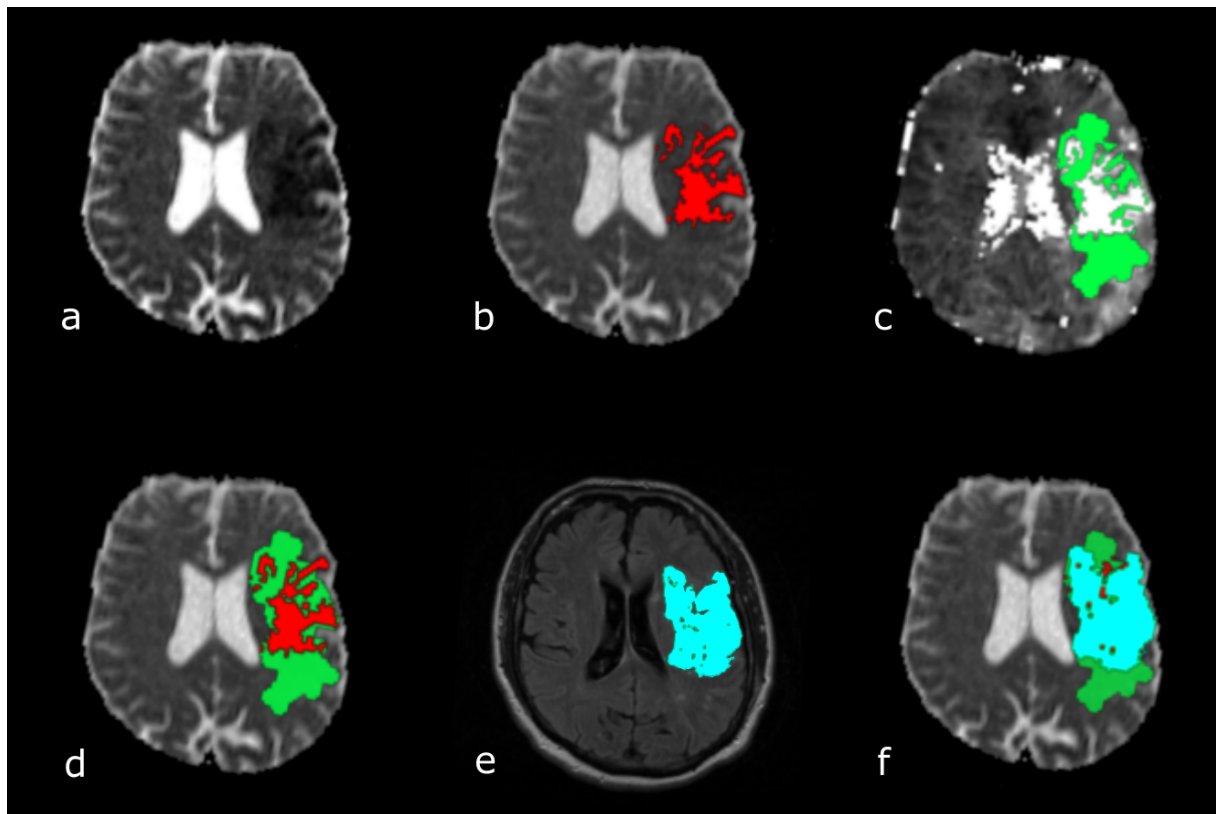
Segmentierungsprozess: Die auf der ADC hypointense Schlaganfallläsion (a) wurde rot markiert (b). Das Risikogewebe (grün), berechnet anhand des Parameterbildes Tmax (c), wurde auf die ADC registriert (d). Der endgültige Infarkt (hellblau) wurde auf der Follow-Up-FLAIR (e) segmentiert und ebenfalls auf die ADC registriert. In f) sind akute Schlaganfallläsion, Risikogewebe und endgültiger Infarkt übereinandergelegt
